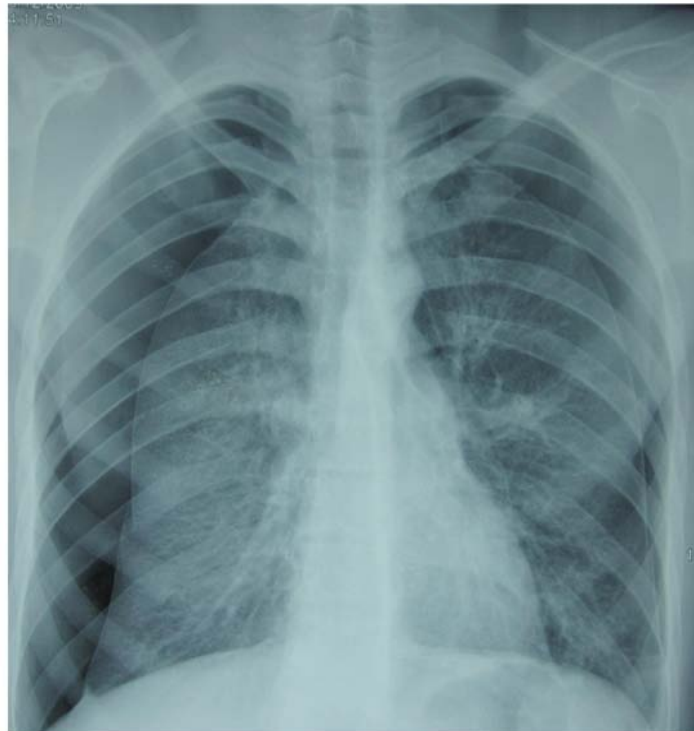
Radiographie thoracique : Pneumothorax bilatérale de grande abondance
